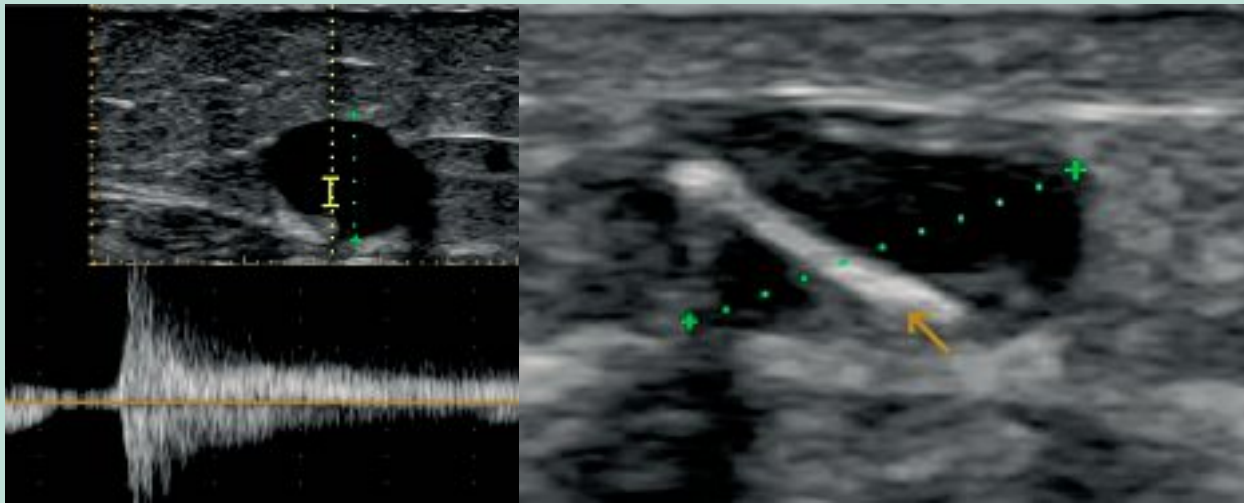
Mise en évidence échographique de l'augmentation importante et immédiate de l'intima-média témoignant de l'excellent résultat du traitement d'une GVS de 8 mm de diamètre avec un reflux majeur. Il ne persiste qu'une lumière de petite taille remplie de mousse (bande blanche échogène indiquée par la flèche jaune, la zone noire correspond à l'intima-média très augmenté par l'inflammation).
